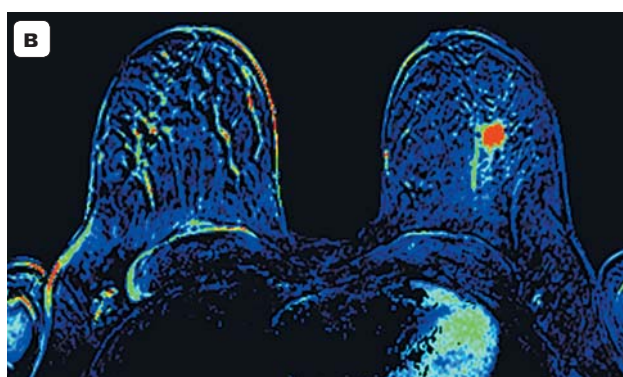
MRI. Patient S. 60 years old. Local mastitis of the left gland, nipple retraction, protein contents in the ducts and protein cysts during menopause, primary examination of edema along the ducts at the border of the quadrants, ductal contrast zone, hyperplasia of the axillary lymph node on the left (a, v). MR control after anti-inflammatory treatment, regression of edema and the absence of a contrast zone in the gland tissue (б, г), the lymph node is preserved (arrow).
